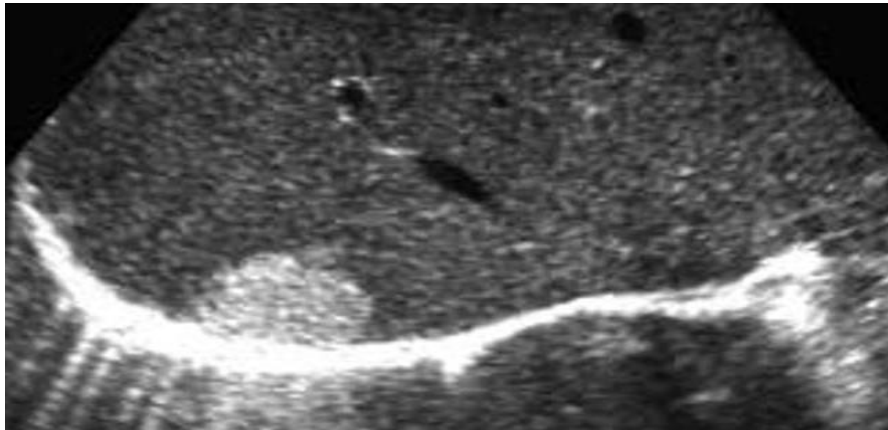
Angiome typique en échographie de découverte fortuite, hyperéchogène, homogène, bien limitée. J Radiol 2007;88:1048-60
